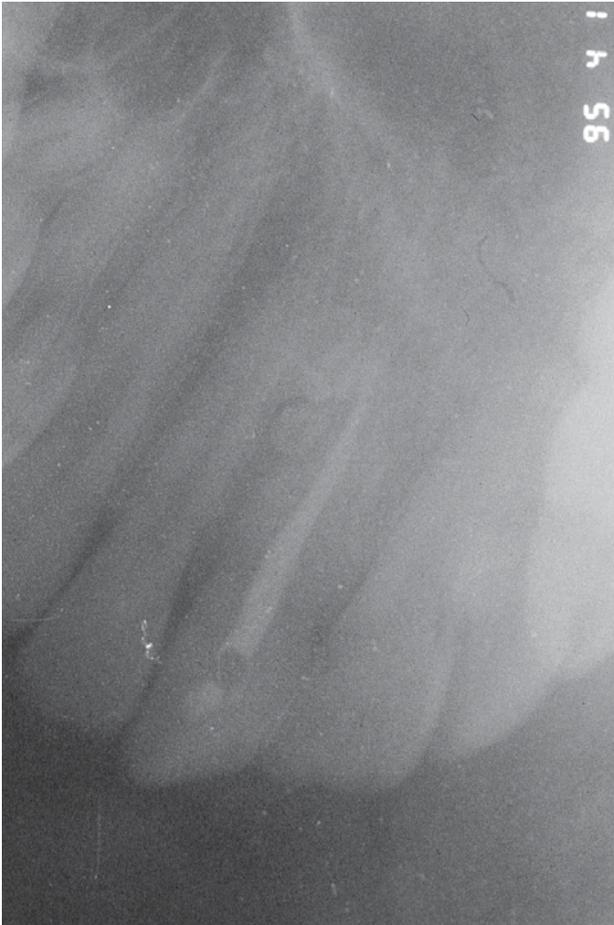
Radiografía oclusal donde se aprecian los dentículos, uno de ellos transversal a la raíz por distal de ésta.
